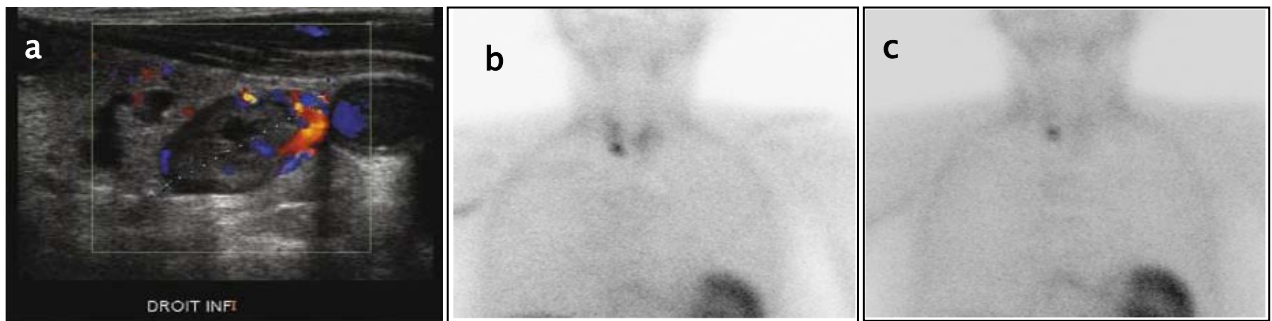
[84]: Couplage échographie–scintigraphie montrant un adénome P3 droit.
